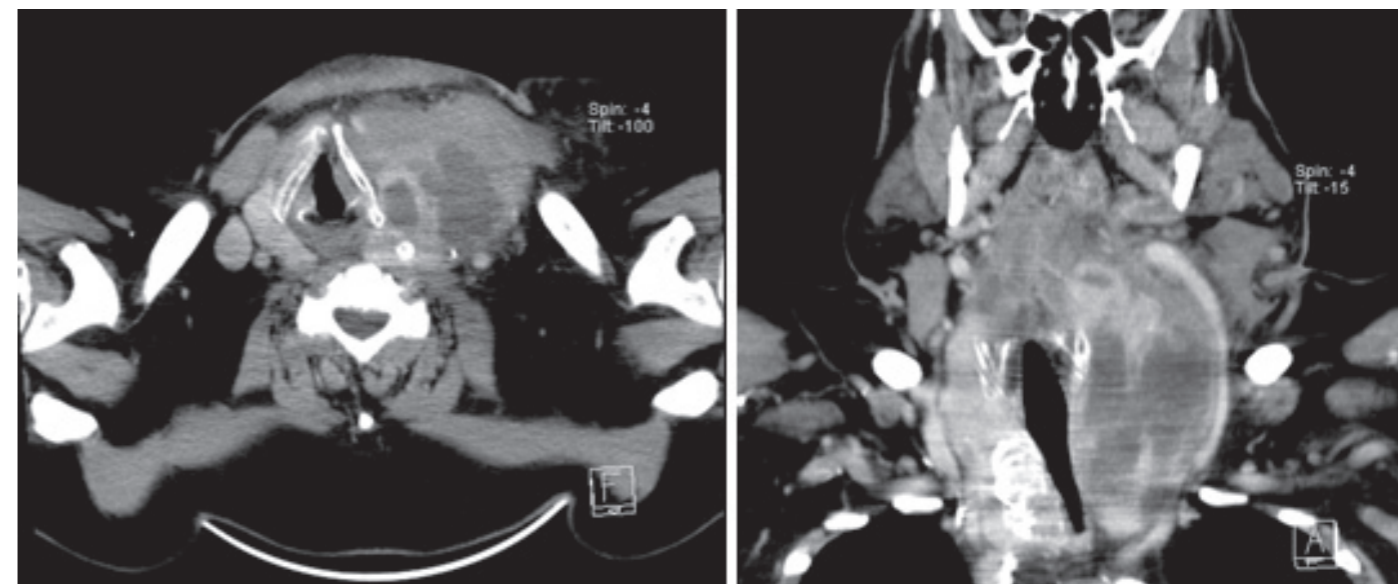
TC cervico-torácica
